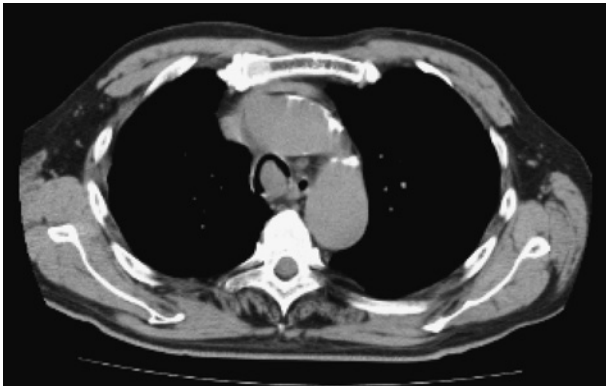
A chest computed tomography scan showing a tumor growing on the left side of the tracheal wall.
